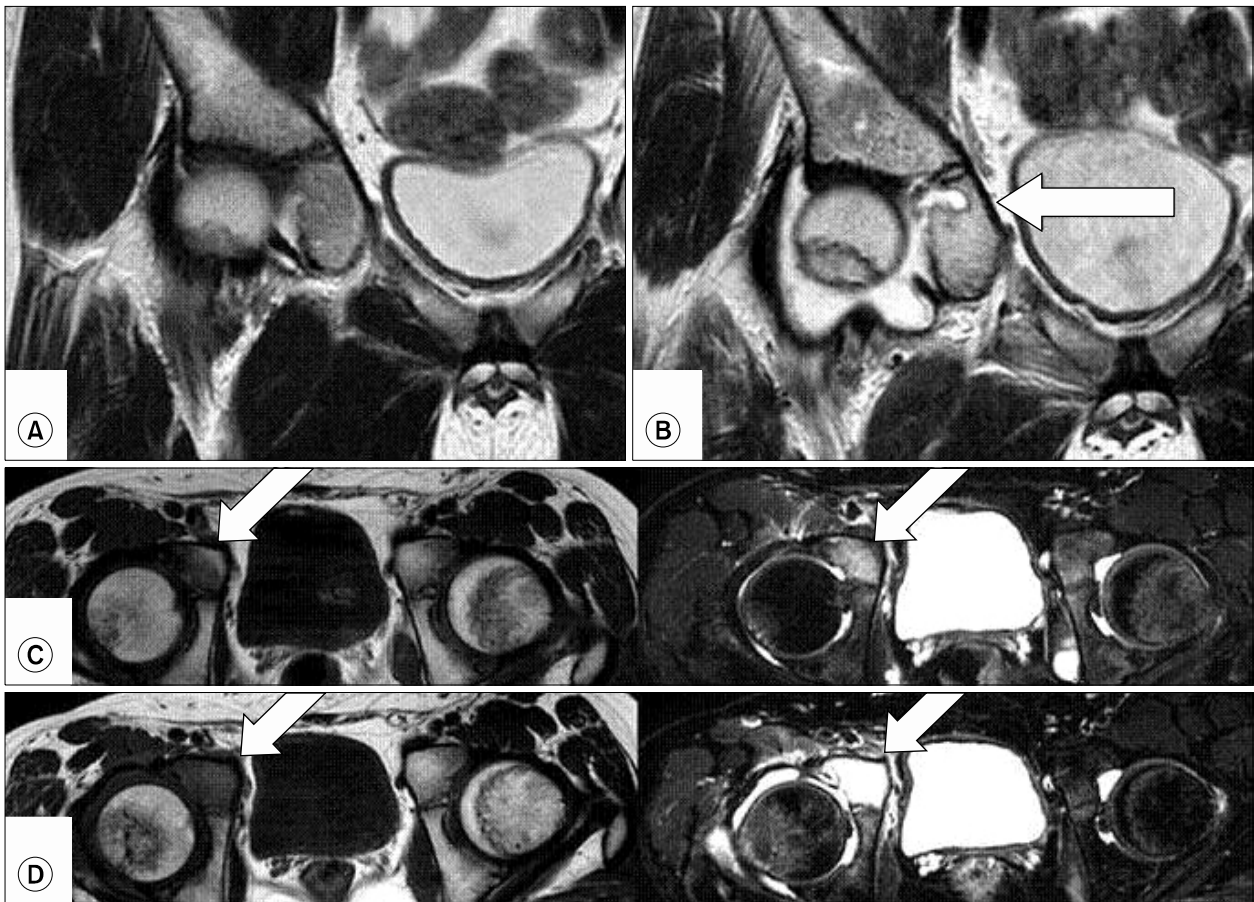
(A) T2 weighted magnetic resonance imaging of a 13-year-old boy (case 1) with pain in the right hip was normal. (B) T2 weighted magnetic resonance imaging, taken when the symptoms relapsed, shows an abscess pocket (arrow) at the acetabulum near the triradiate cartilage. Fluid collection is shown in the hip joint. (C) The middle two images are of the initial magnetic resonance images. At the pubic portion of the acetabulum (arrow), the signal intensity of the right side was low in T1 weighted image, and high in T2-weighted image compared to that of the left side. (D) The bottom two images were taken when the symptoms relapsed. The difference on T1 weighted image and T2 weighted image are definite. There was fluid collection in the right hip joint.
